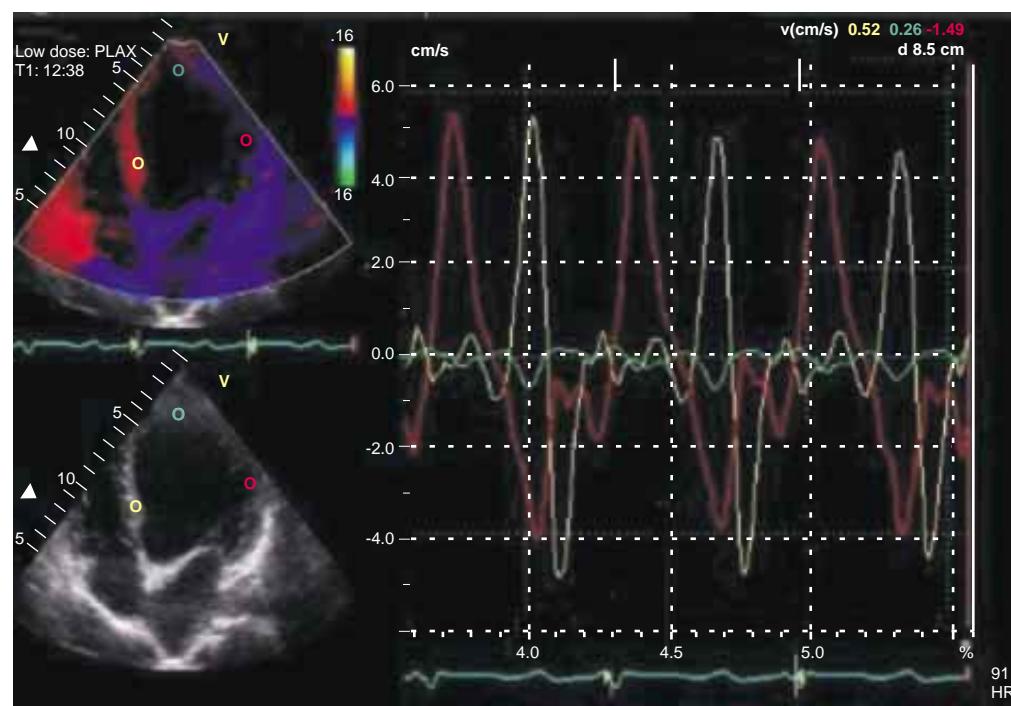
A. Muestra el Doppler tisular sobreimpuesto en la imagen bidimensional de cuatro cámaras y las regiones donde se seleccionaron las muestras para obtener las gráficas, equivalentes a las velocidades instantáneas del Doppler tisular de onda pulsada: en amarillo la septal, en verde la apical y en rojo la pared lateral. Las velocidades miocárdicas al nivel apical son notablemente bajas.
